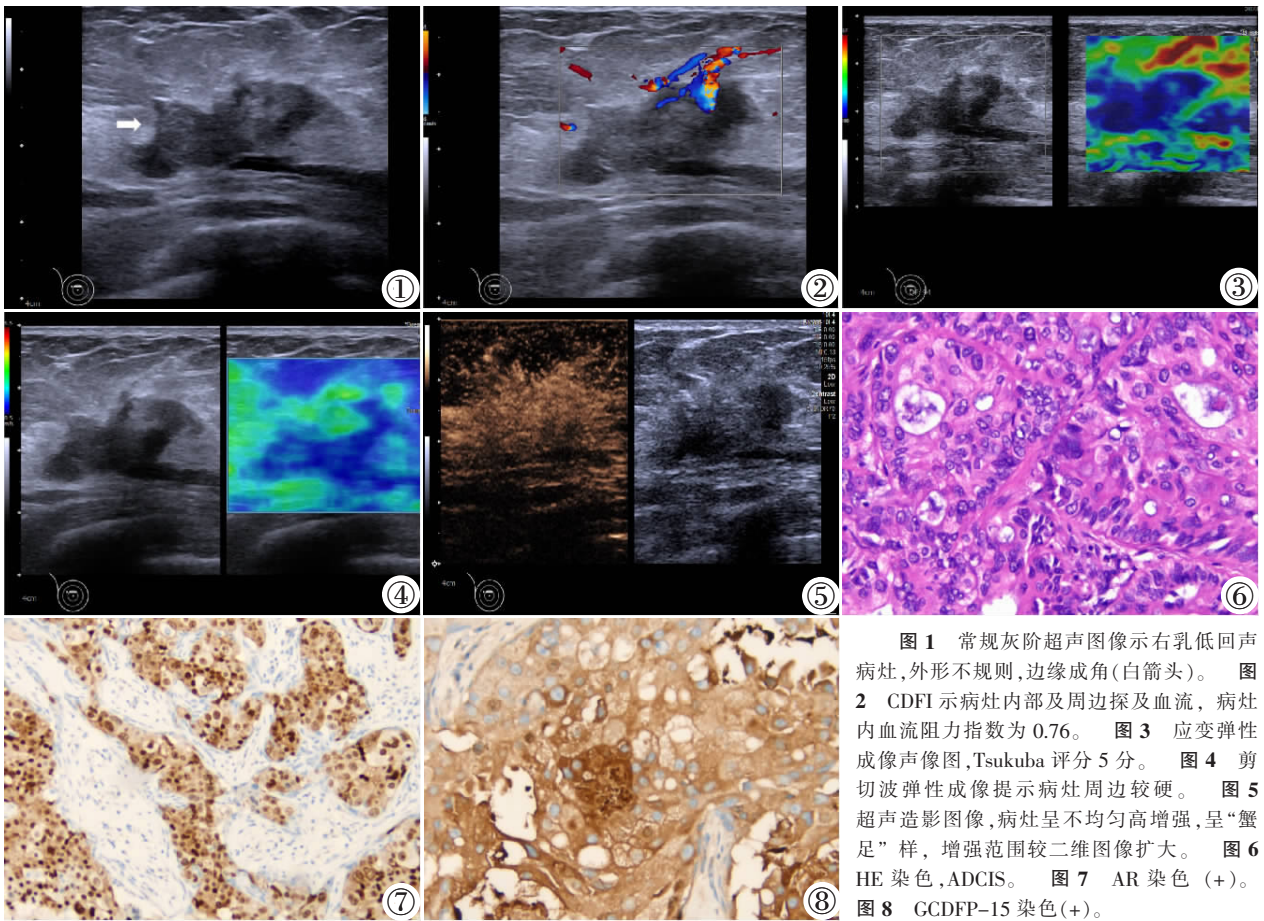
常规灰阶超声图像示右乳低回声病灶,外形不规则,边缘成角(白箭头)。图 2 CDFI 示病灶内部及周边探及血流,病灶内血流阻力指数为 0.76。图 3 应变弹性成像声像图,Tsukuba 评分 5 分。图 4 剪切波弹性成像提示病灶周边较硬。图 5 超声造影图像,病灶呈不均匀高增强,呈“蟹足”样,增强范围较二维图像扩大。图 6 HE 染色,ADCIS。图 7 AR 染色(+)。图 8 GDFP-15 染色(+)
